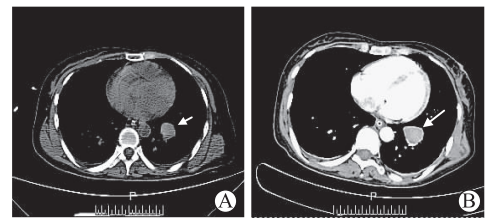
A 为胸部 CT 平扫左肺下叶前基底段见大小约 2.9 cm×2.5 cm 圆形结节影,边界尚光整;B 为胸部 CT 增强扫描见左肺类圆形软组织密度肿块影,边界尚清,内部密度尚均匀,增强后动脉期可见明显均匀性强化
